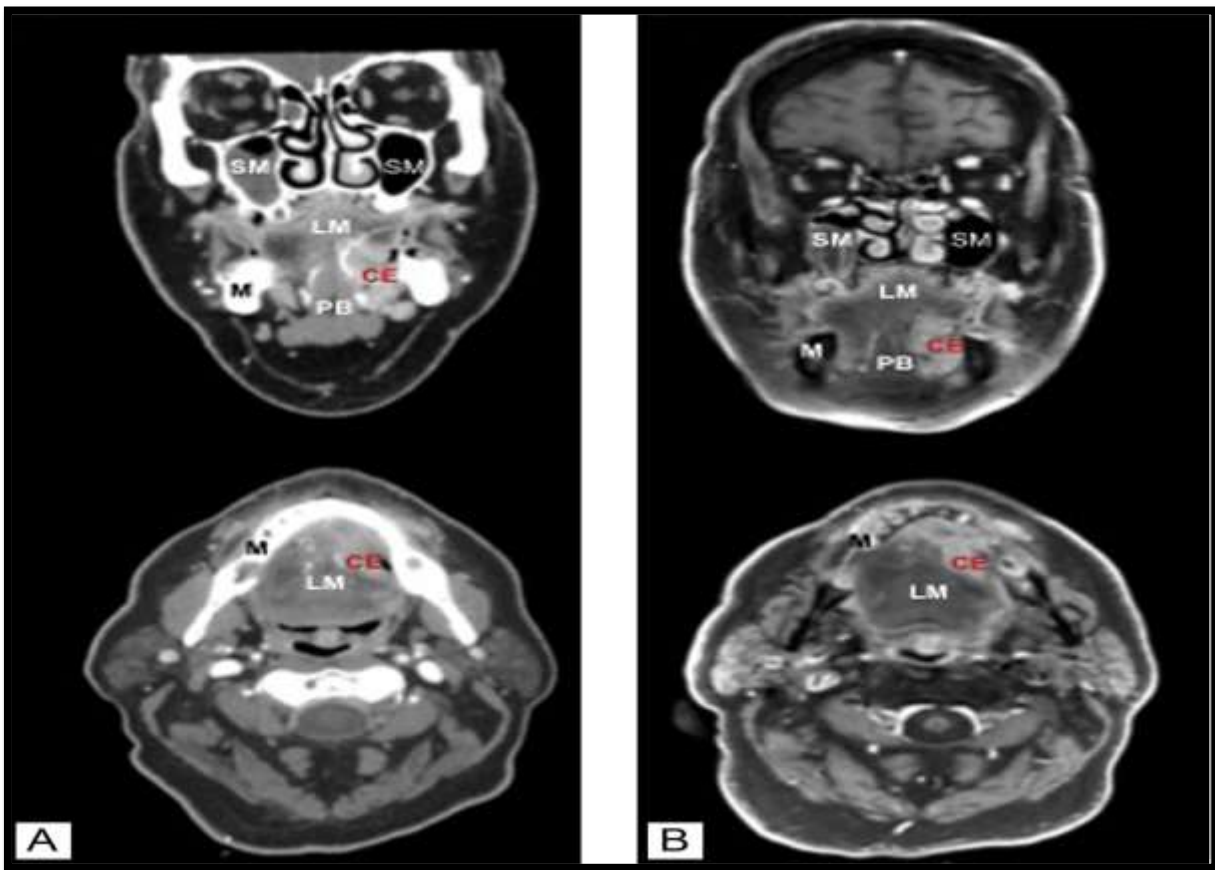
Apport de l'IRM dans la délimitation tumorale Coupe coronales et axiales d'un scanner(A) et d'une IRM (B) pour un carcinome épidermoïde pelvi-glosso-gingival gauche (Collection Dr A. Paré, CHU de Tours).
